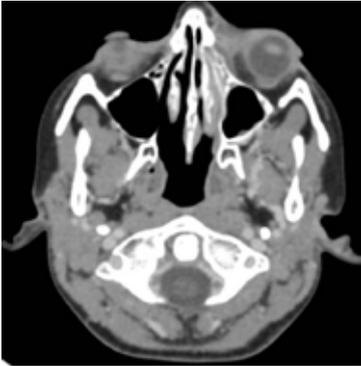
(Caso clínico 3) Corte axial de primer TC descrito como imagen hipodensa en posible relación con absceso subperióstico orbitario izquierdo.
